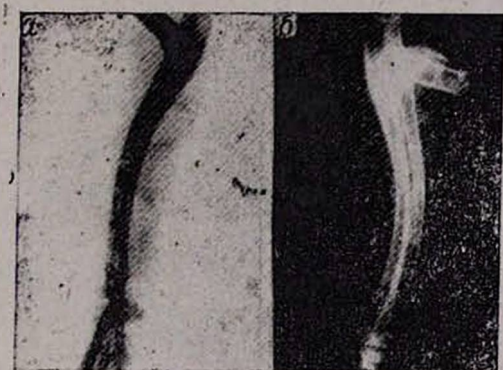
Рентгенограммы, произведенные в динамике после остеотомии с фиксацией отломков углеродными пластинками. а—непосредственно после операции, б—через 1 месяц.
